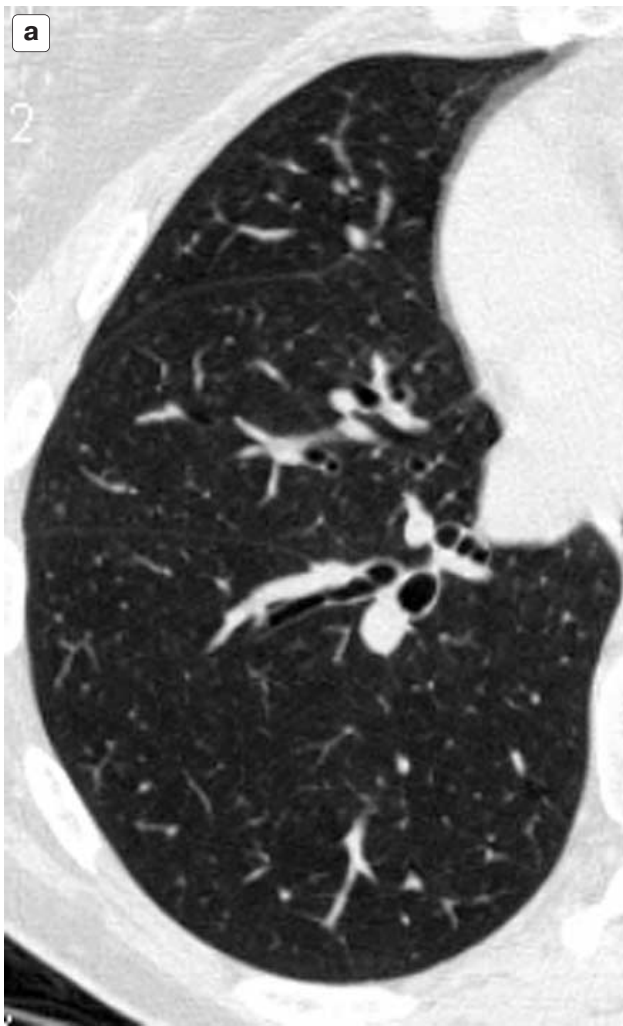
Фрагмент компьютерной томограммы высокого разрешения нижних отделов правого легкого у пациента с хронической обструктивной болезнью легких; а – исследование, выполненное на вдохе. Нормальная компьютерно-томографическая картина легочной ткани; б – исследование, выполненное на выдохе. Множественные зоны избыточной прозрачности – воздушная (экспираторная) ловушка – косвенные проявления облитерирующего бронхиолита.
